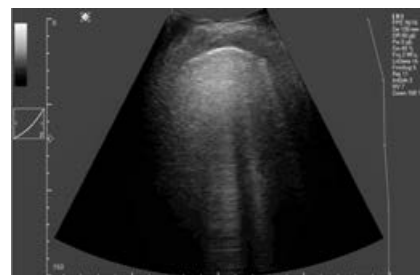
УЗИ легких пациента Н. Признаки интерстициальной пневмонии средней степени тяжести: наличие широких В-линий (более 10 мм), плевральная линия нечеткая, местами прерывистая.
